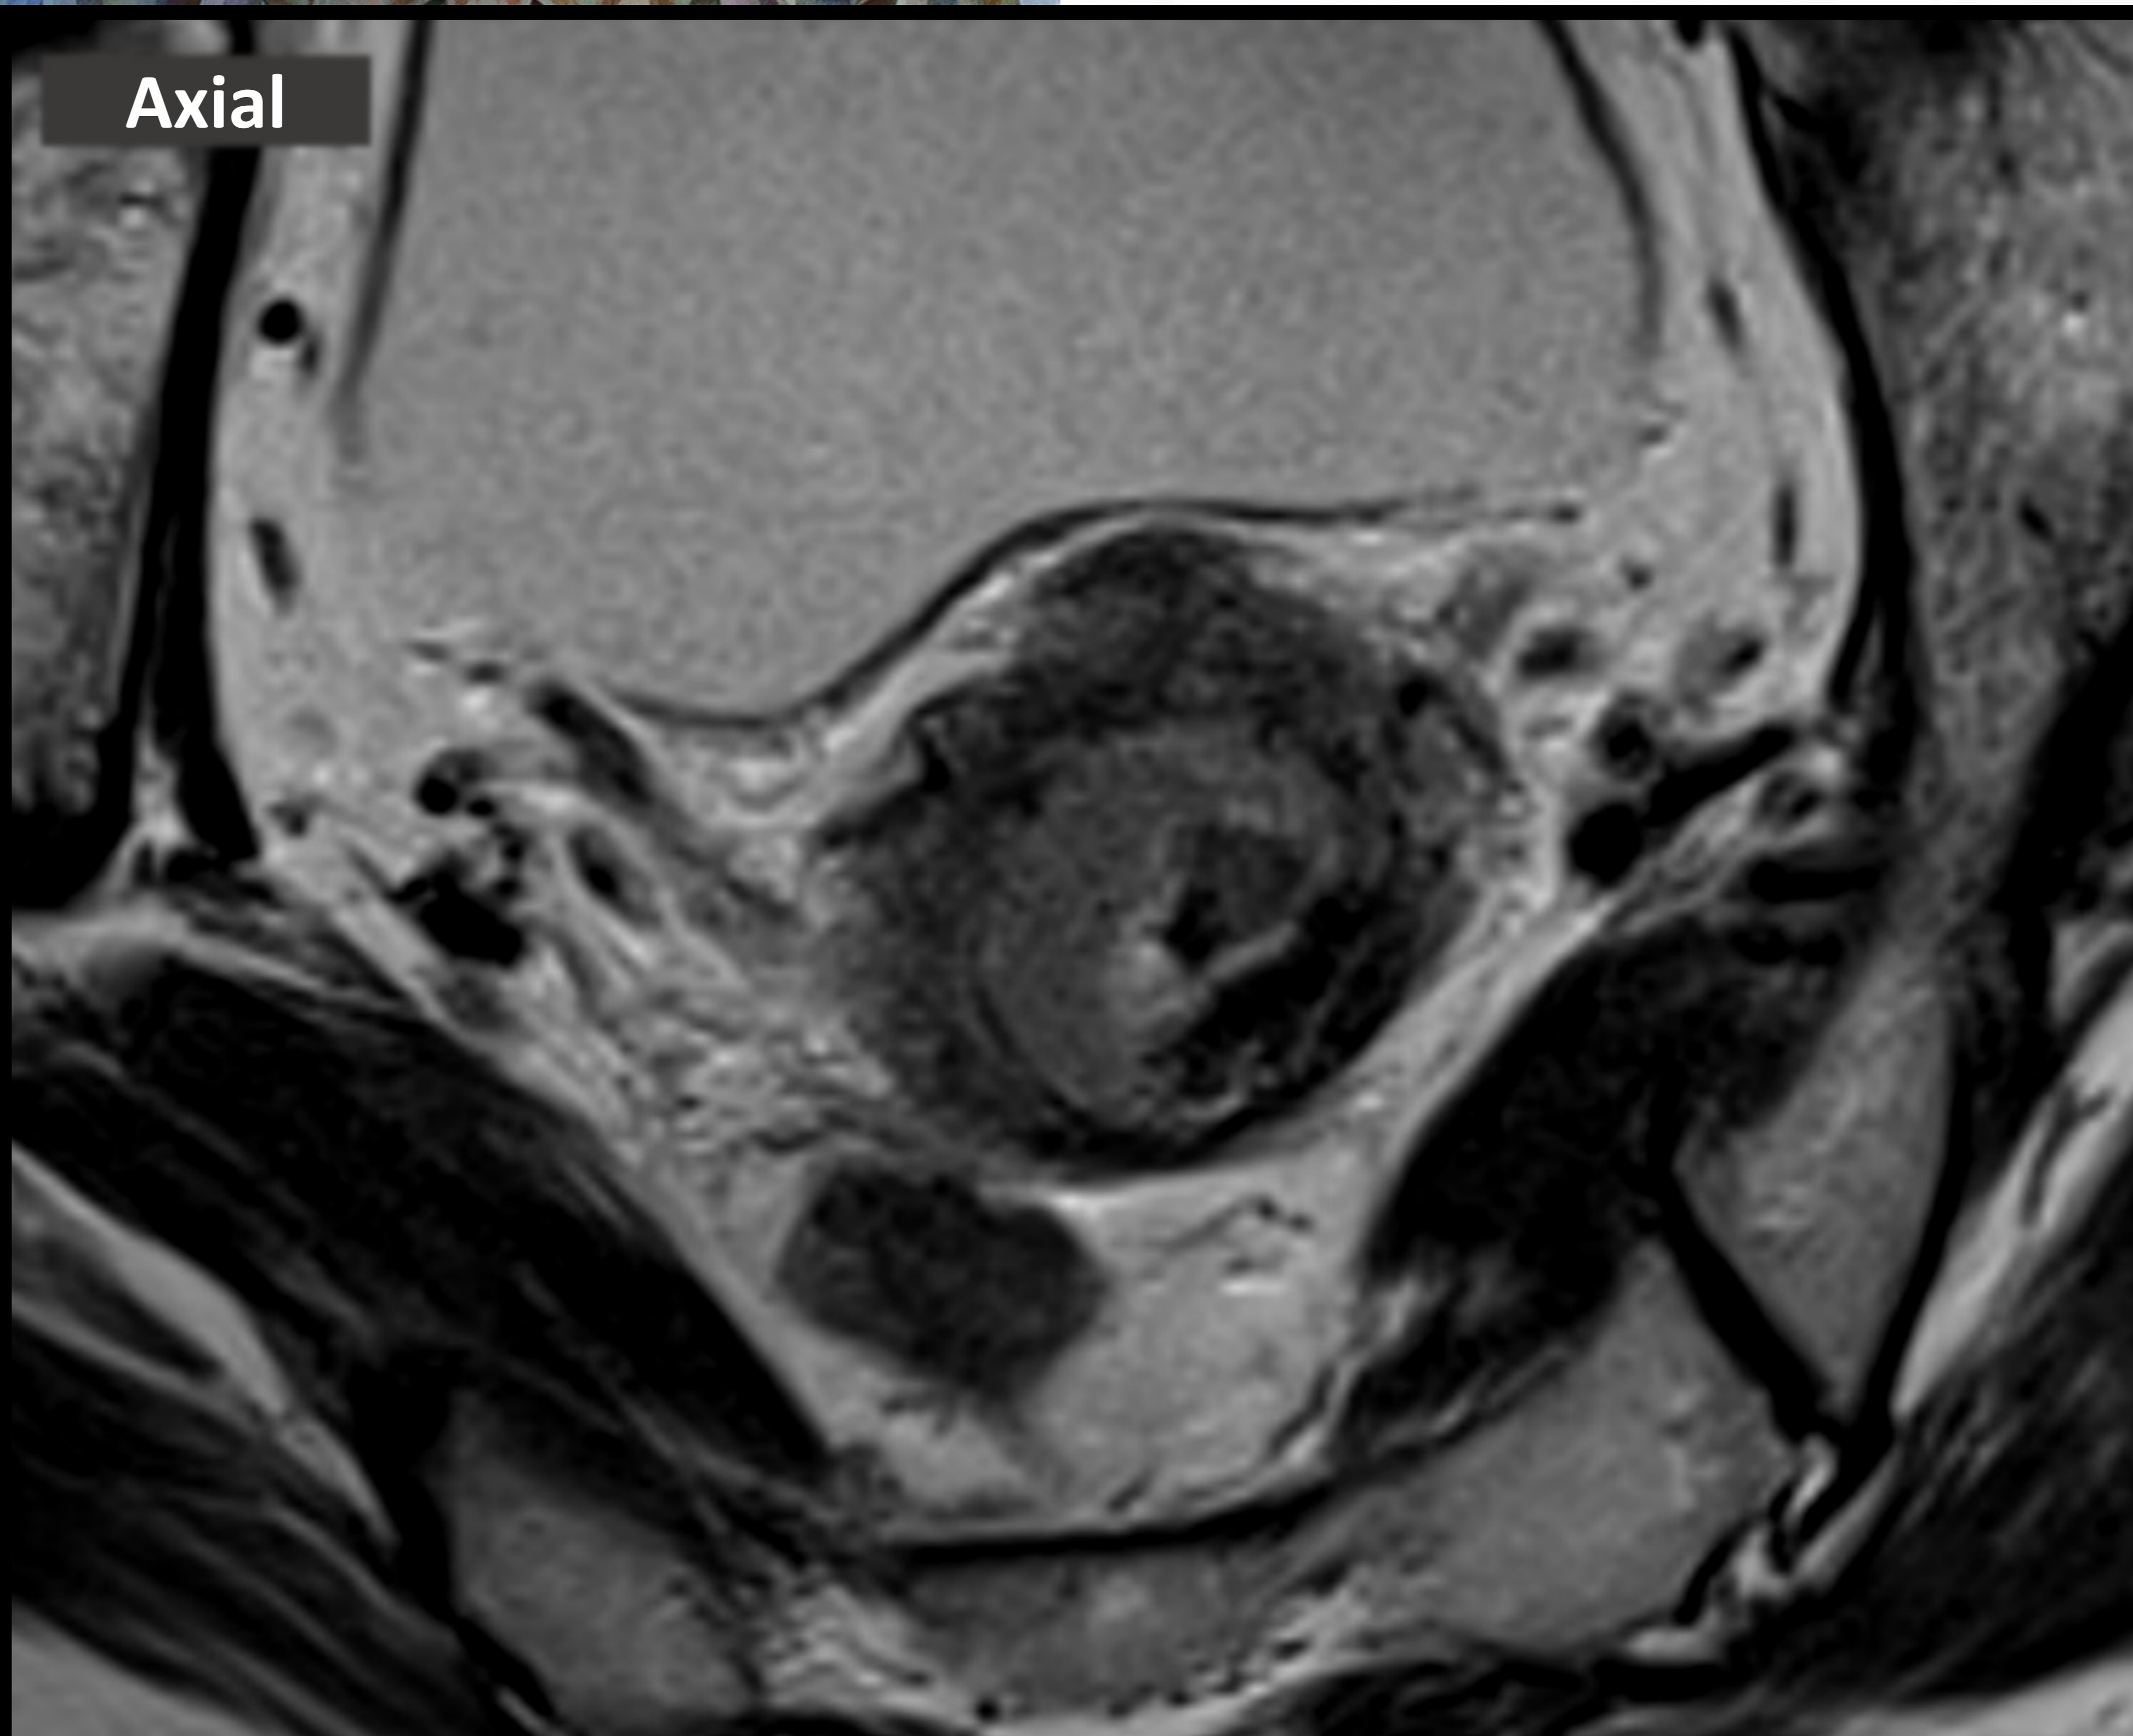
RM de pelvis en paciente con antecedente de biopsia de lesión exofítica del canal cervical con diagnóstico de carcinoma epidermoide pobremente diferenciado. Planos sagital y axial, imágenes ponderadas en T2. Ocupación del canal cervical inferior por una formación sólida de 2,4 cm de diámetro máximo que infiltra el estroma cervical y el receso lateral izquierdo vaginal, con parametrios aparentemente sin infiltración. No se observan adenopatías regionales patológicas. Conclusión: Carcinoma de cérvix en probable estadio IIA según la clasificación de FIGO (2018).
